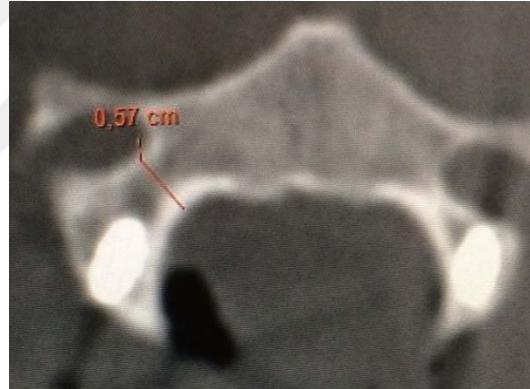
Sağ YP ve DP (BT koronal kesit BT koronal kesit)
